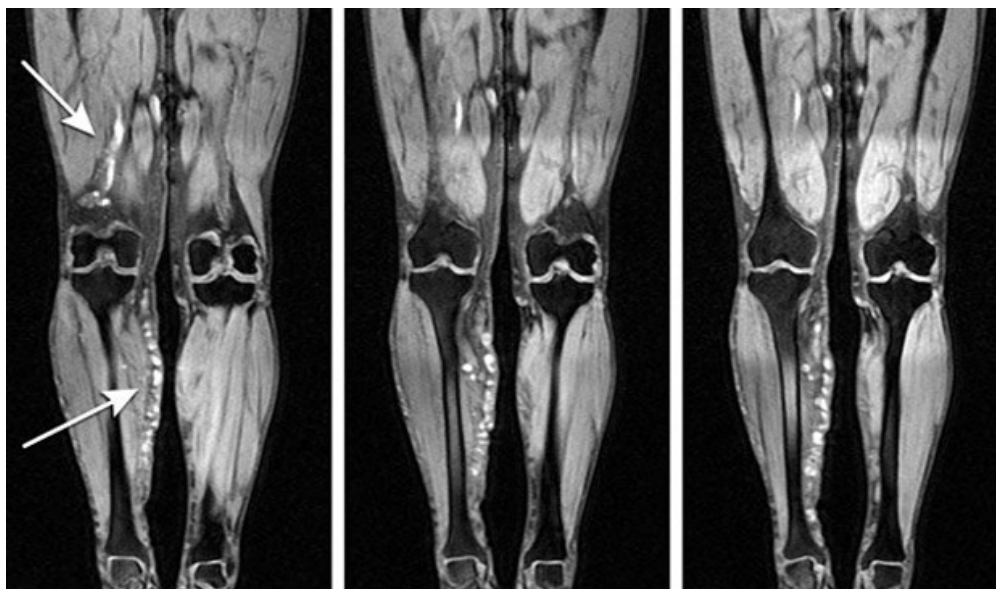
Пример МРТ-снимков нижней части тела человека
